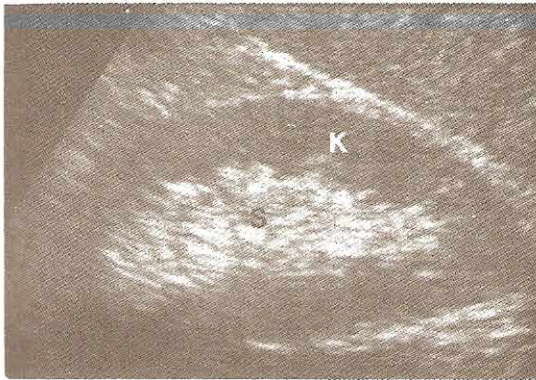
Sonografía del riñón. Arriba izquierda: Riñón normal (K), corteza renal (C), eco normal en el seno renal (S). Arriba derecha: Sonograma Doppler normal a través de la arteria principal del riñón. Abajo izquierda: Hidronefrosis moderada e hidroureter, pelvis renal dilatada (P). Uréter proximal dilatado (prox. ure.). Abajo derecha: Hidronefrosis grave de un riñón trasplantado, rastro sagital compuesto, cálices dilatados en raqueta (C), pelvis renal dilatada (P).
